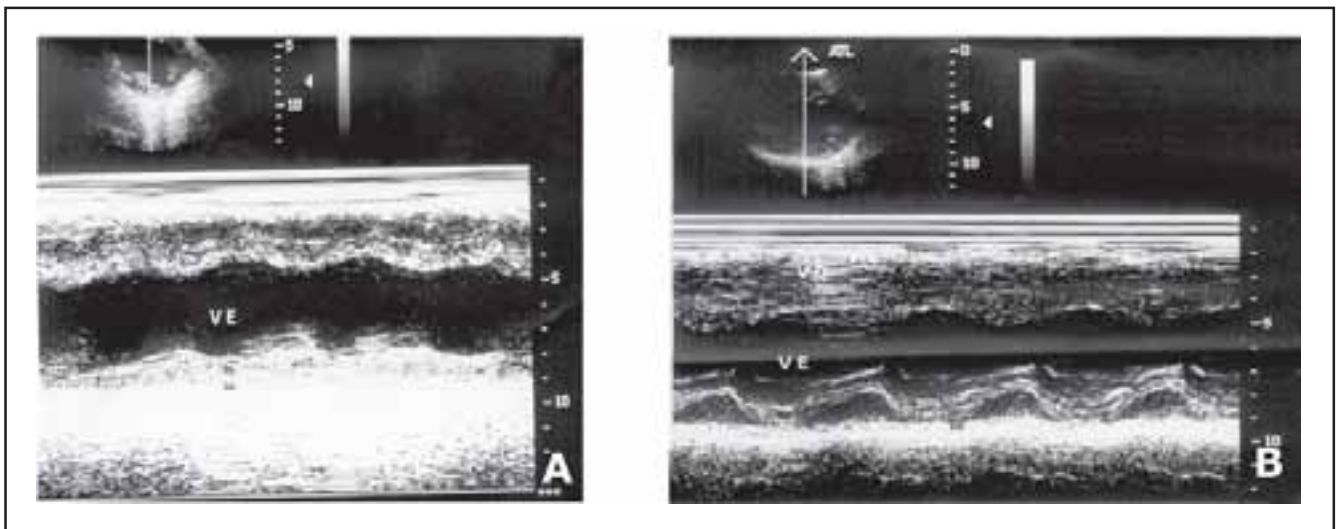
Em A, ecocardiograma modo M demonstrando redução da contratilidade. Em B, reversão completa da disfunção após infusão de drotrecogina alfa.
